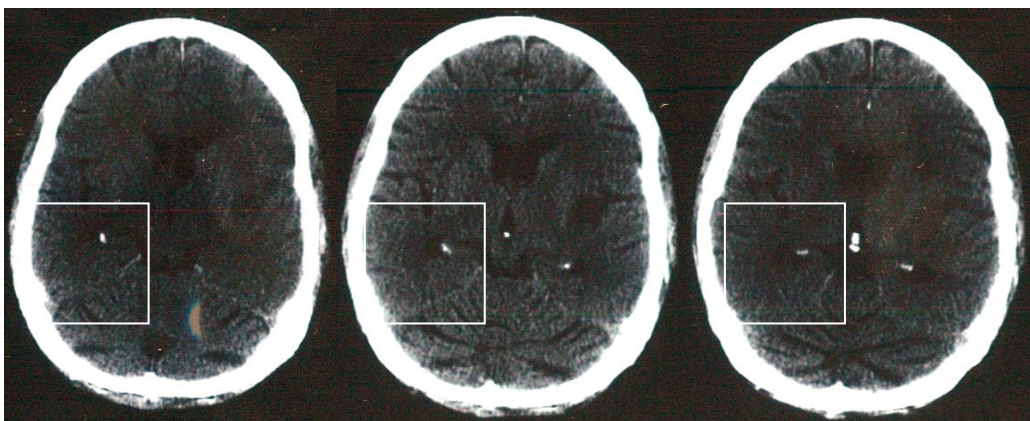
CT-Aufnahmen der Patientin, drei Tage nach Krankheitsbeginn (2a-c, von links nach rechts)
